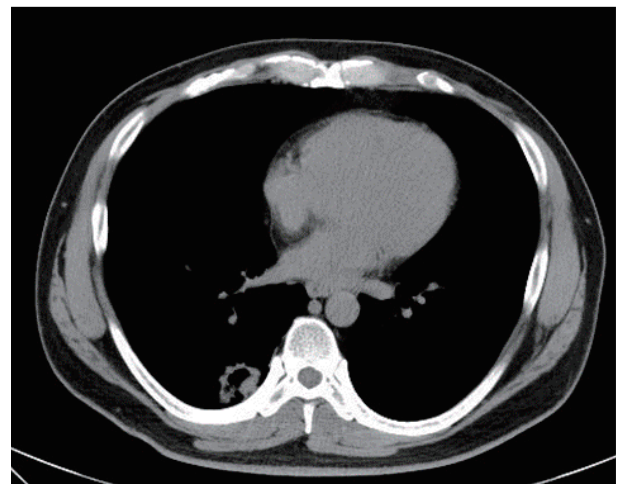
Chest CT shows a lung tumor.
